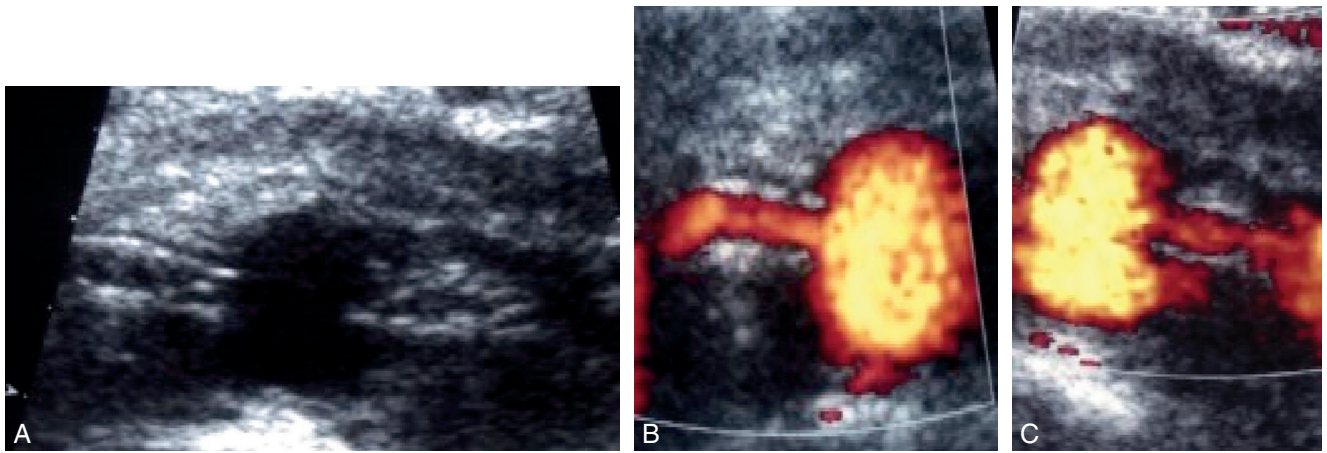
Angioplastie + stent des deux artères rénales. A : mode B. B et C : Doppler puissance.
